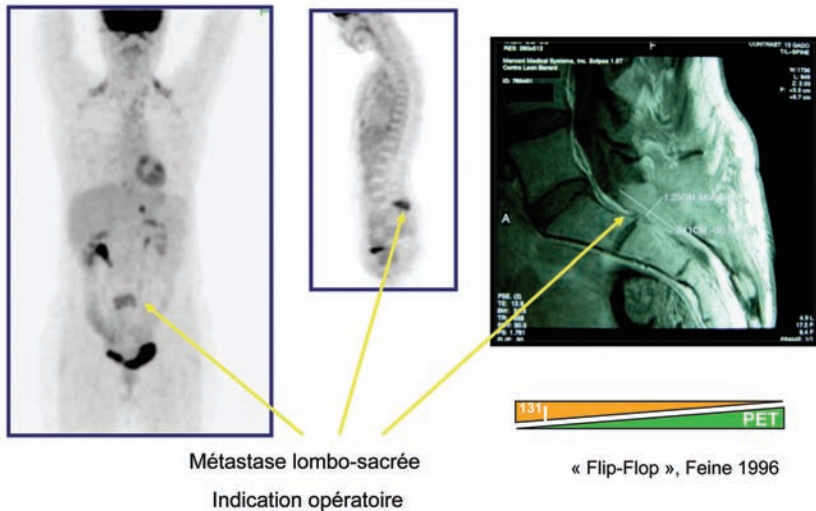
Intérêt de la TEP-FDG pour la localisation des métastases non iodo-fixantes.
